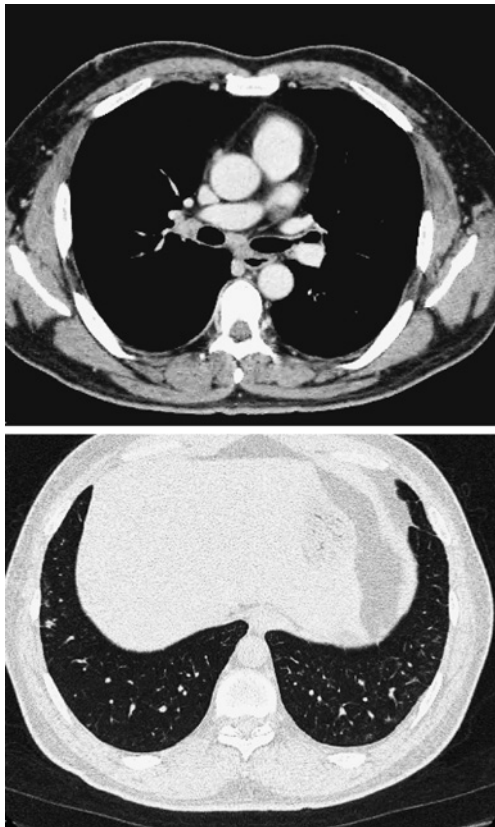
Chest computed tomography, showing hilar and mediastinal lymphadenopathy, multiple micronodules and thickening of interlobular septum in the both lung.
